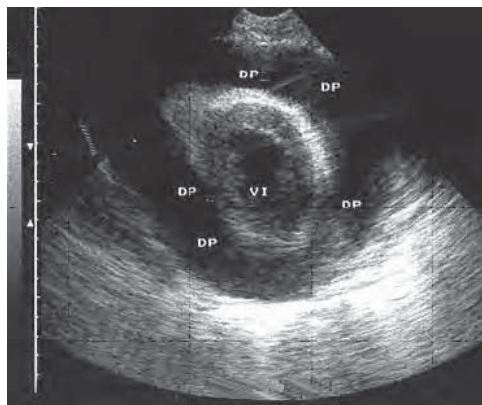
/15. Ecocardiograma transtorácico. Derrame pericárdico severo que rodea ambos ventrículos.
